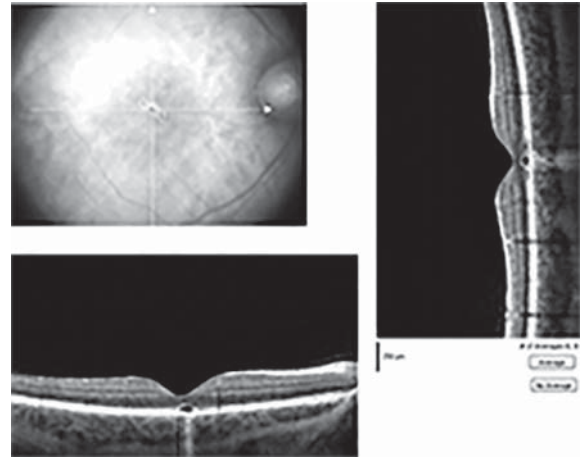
Изображения результатов инфракрасной офтальмоскопии и оптической когерентной томографии пациента через 3 месяца после поражения лазерным излучением (лазерной указкой). В центре фовеа определяется участок атрофии пигментного эпителия и слоя фоторецепторов
